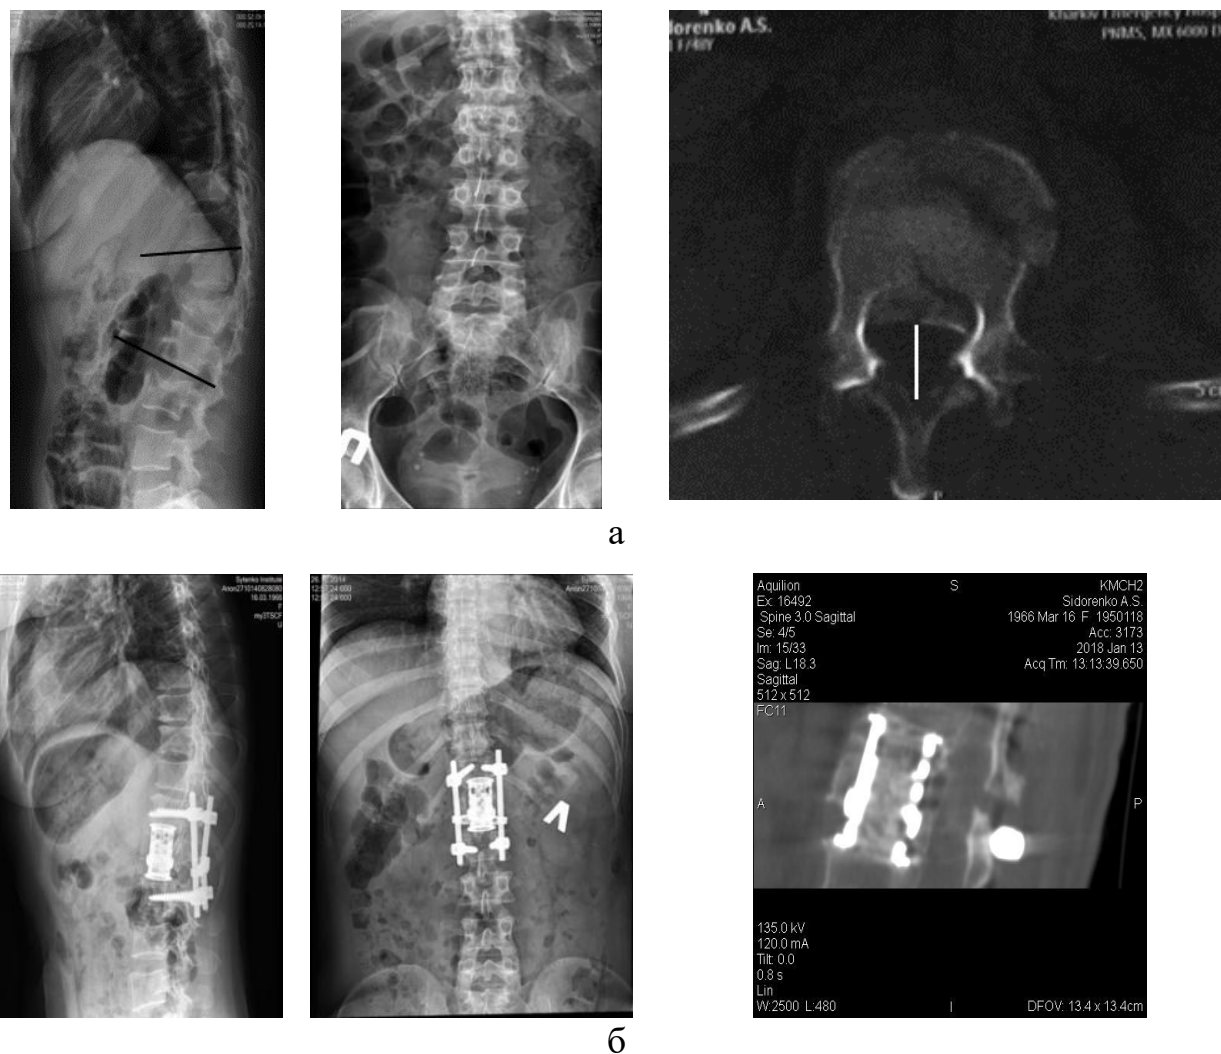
Рентгенограми та томограми хворої С., історія хвороби № 86650: а) до хірургічного втручання; б) через два роки після хірургічного втручання методом комбінованого передньо-заднього спондилодезу на 360°.
